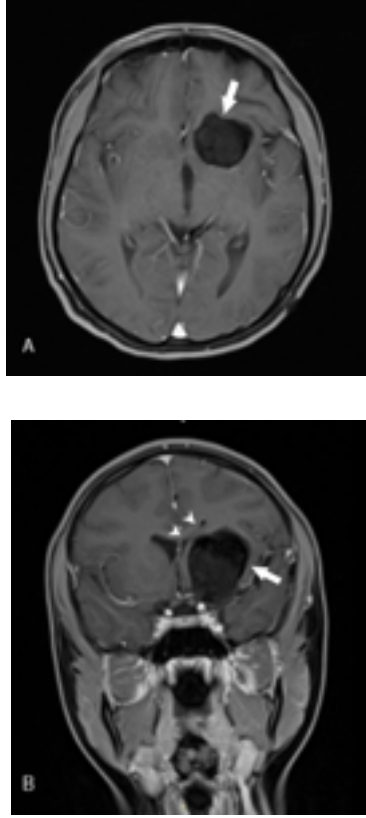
(A) Aksiyel T2 ağırlıklı MRG kesitinde sol frontotemporal bölgede lateral ventrikül anterior hornunu basılayan hiperintens kitle lezyonu (ok) izleniyor. (B) T2 ağırlıklı MRG kesitinde sol frontotemporal bölgede lateral ventrikül anterior hornunu basılayan, orta hat yapılarında hafif şifte neden olan hiperintens kitle lezyonu (ok) ve sol lateral ventrikülde basılanma (ok başları) gözlenmekte.
